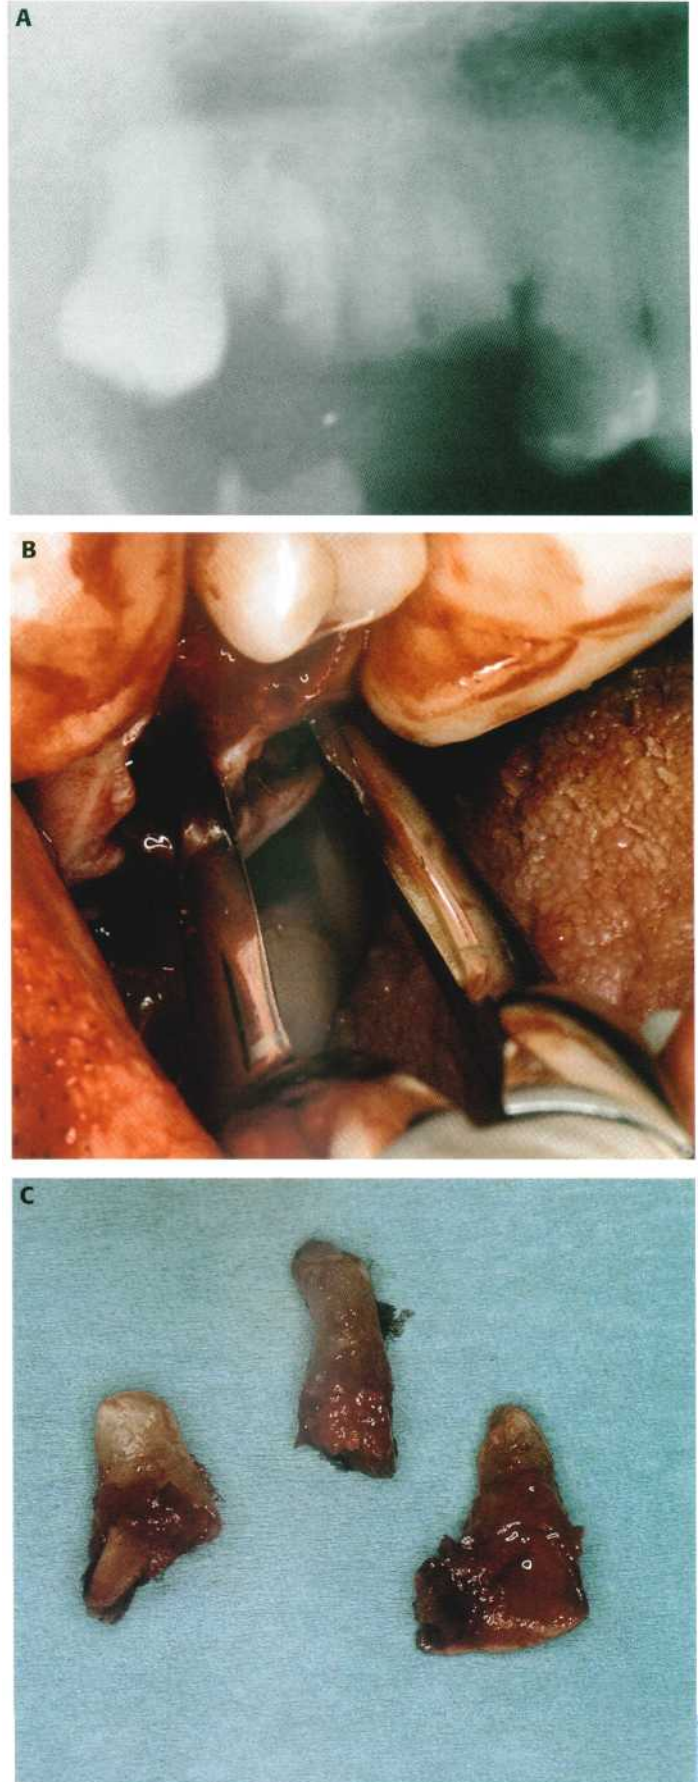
Extracción de los restos radiculares del primer y segundo molares superiores (A) Detalle de la ortopantomografía que nos muestra los restos radiculares del 1.6 y 1.7. (B) Extracción con el fórceps en bayoneta. (C) Extracción de las tres raíces completada.
